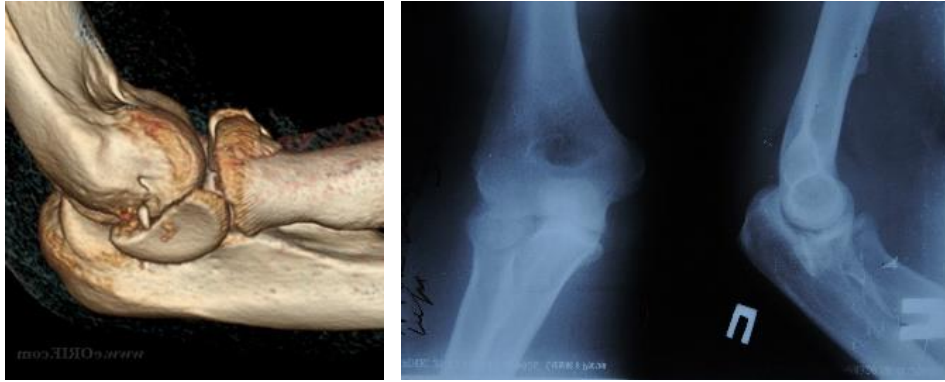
Рентгенограммы и КТ правого локтевого сустава больного М. при поступлении
